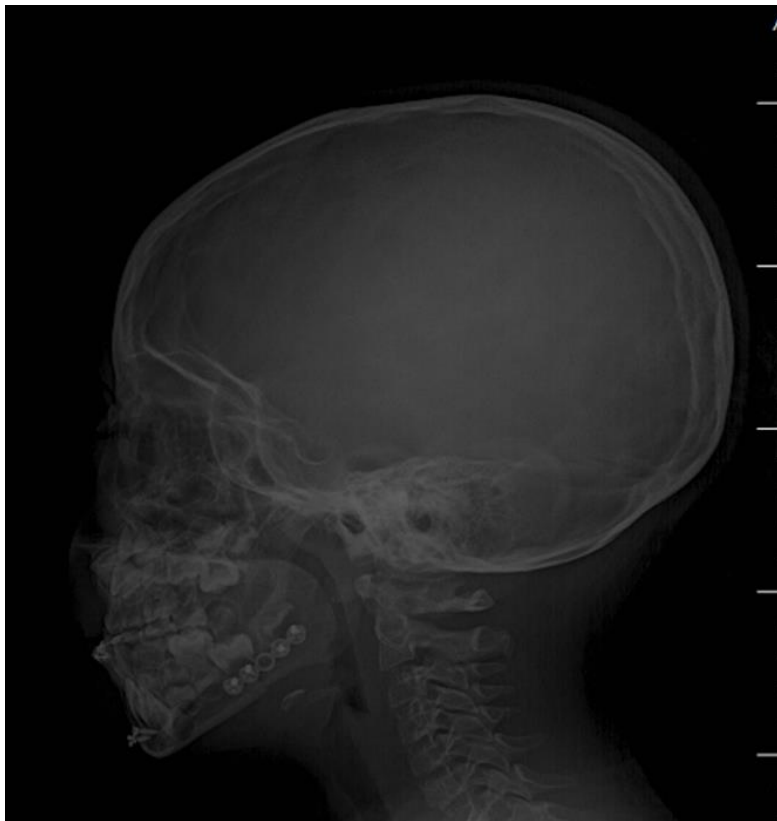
Radiografía lateral oblicua 3 semanas posteriores a RAFT
